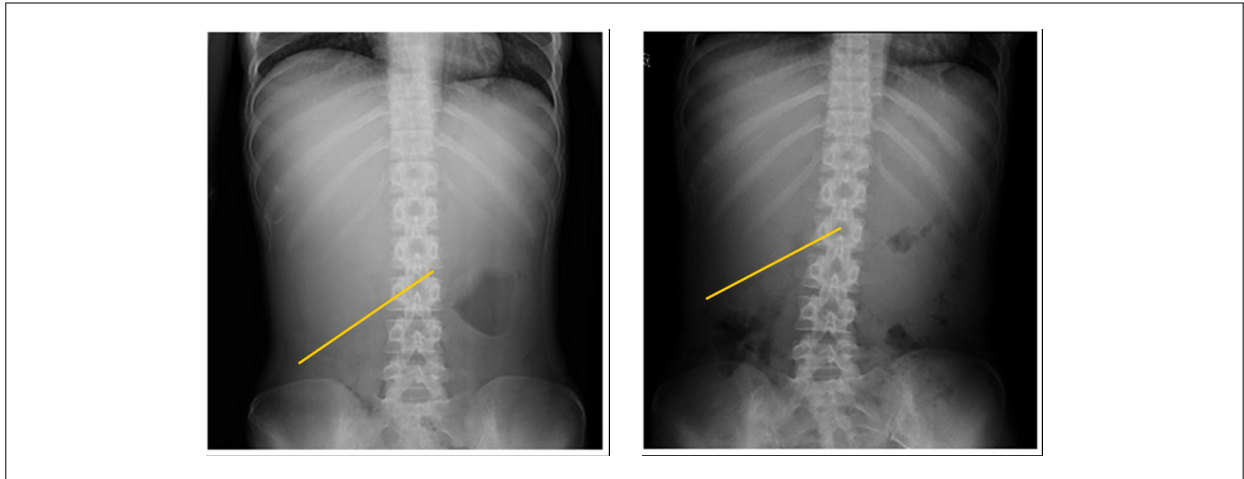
Abdominal X-ray on admission (A) and after 10 days of insulin treatment (B) showing regression of marked hepatomegaly after treatment.
